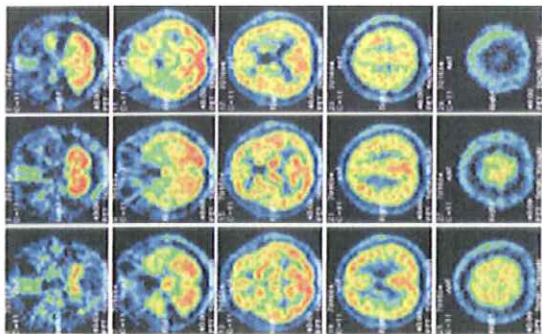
The uptake of (15R)-[¹⁴C]TIC in the human brain. The PET brain scan (volunteer: M. Suzuki, June 15, 2000, PET Center of Uppsala University).
